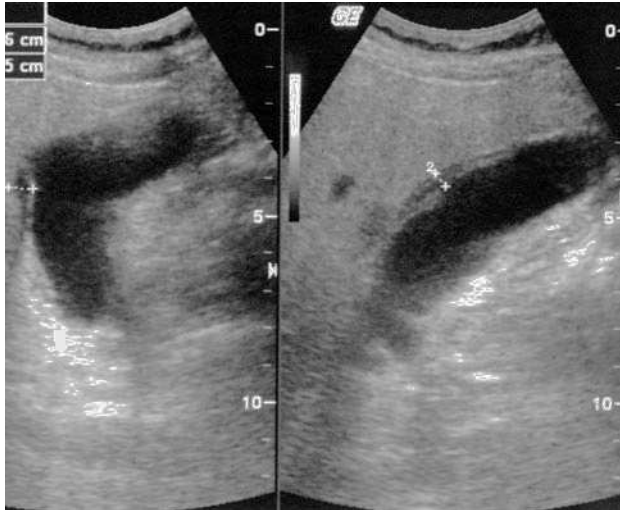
Ecografía abdominal en la que se observa una vesícula biliar con engrosamiento y «estratificación» de la pared.
